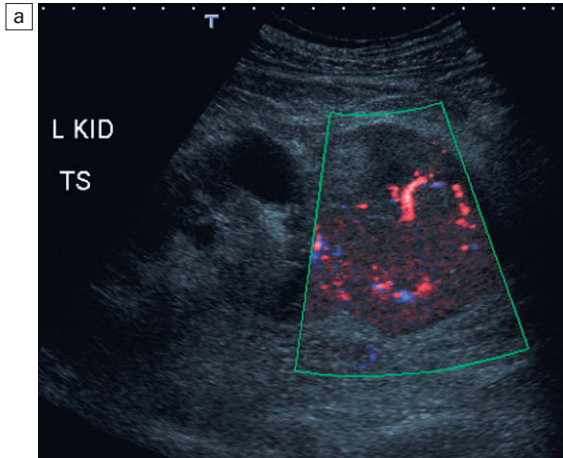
a) Imagen Doppler de flujo en color de una masa en el polo renal inferior que muestra vasos irregulares y acumulación de color. b) Doppler color y energía del tumor renal con flujo periférico irregular y necrosis central. c) Imagen Doppler de flujo en color del tumor con un aspecto relativamente avascular y únicamente flujo periférico.
